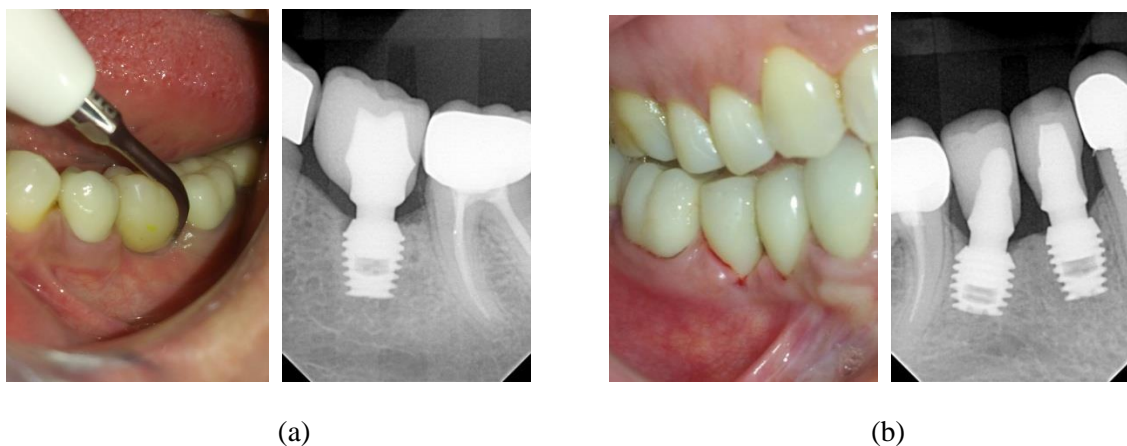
Foto klinike dhe radiografi periapikale e Kurorave të Integruara me Kultin dhe implanteve pas 2 vjetësh. (Vihet re grumbullim i pllakës bakteriale ashtu si tek dhëmbët natyralë)
